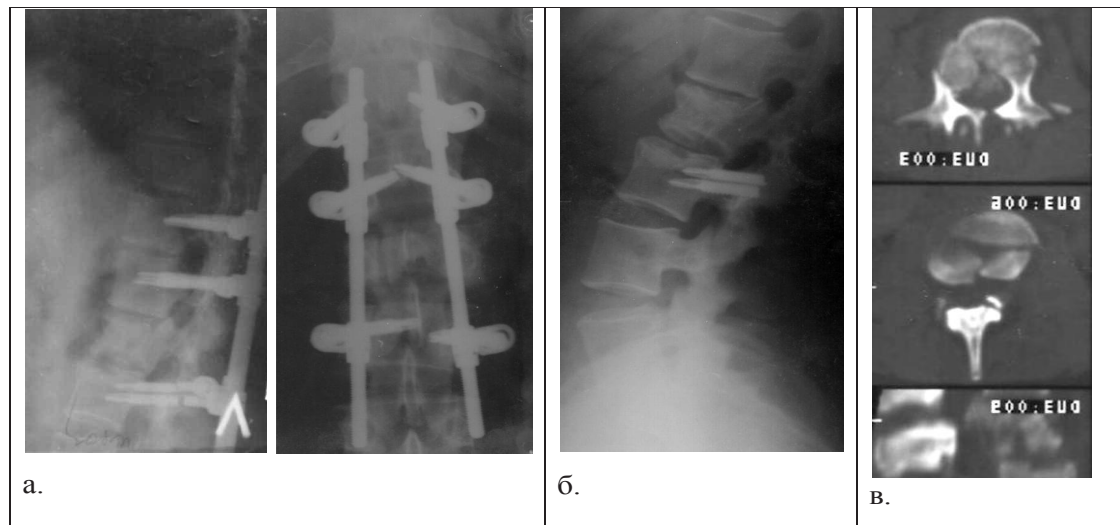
Рентгенограми пац. Д., 36 р. після стабілізації і переломів нижніх гвинтів (а), після видалення металевих конструкцій рентгенограма (б) і СКТ (в)
